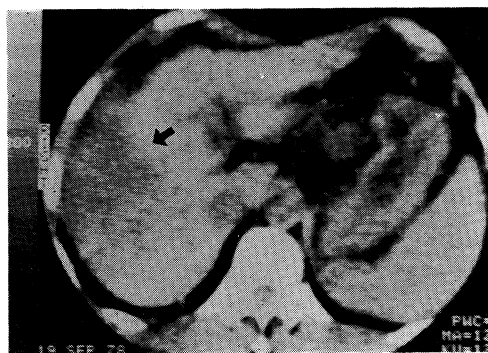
CT scan of case 1 showing a large low density mass (arrow) in the right lateral lobe of liver. Some inhomogeneity of density are present within the mass.
